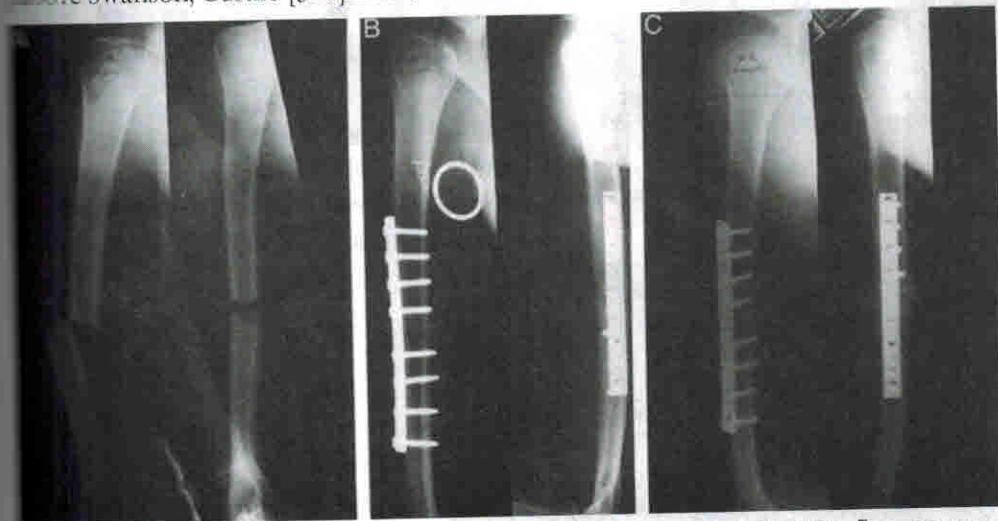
А — открытый поперечный перелом в средней трети плеча со смещением. Был произведен первичный остеосинтез перелома 4,5 мм компрессионной пластинкой через передненаружный доступ. (В). Перелом сросся. На Рис. С — представлена рентгенограмма сросшегося перелома через 6 месяцев после травмы (из [310])
